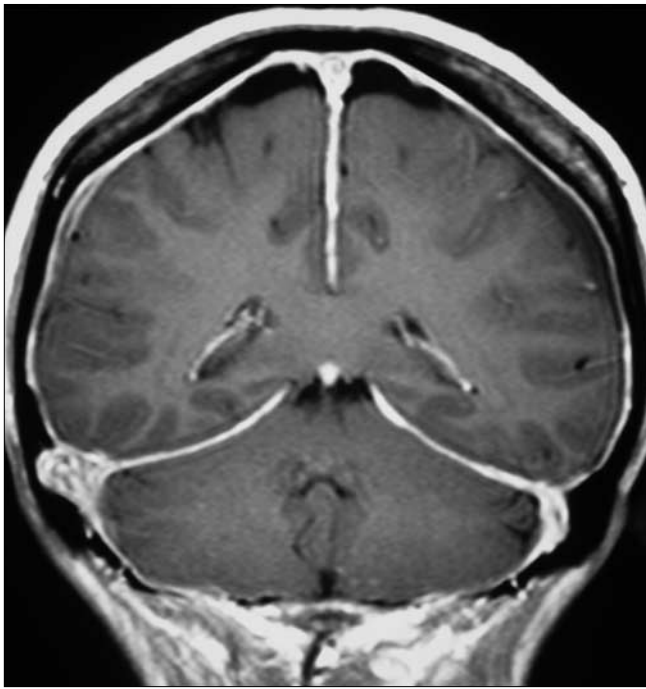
RM: la sezione coronarica dopo somministrazione di mezzo di contrasto dimostra un diffuso e uniforme *enhancement* pachimeningeo
